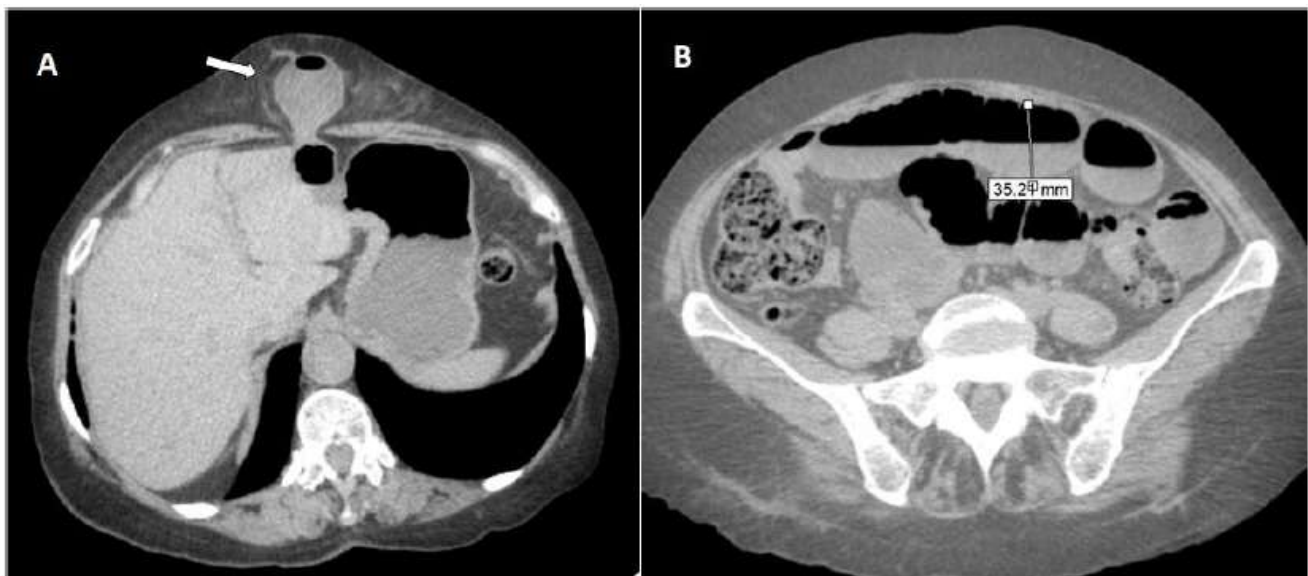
A-B: Hérnia epigástrica encarcerada. Na TC em A, é possível identificar o segmento de intestino delgado encarcerado na hérnia epigástrica (seta). Em B a TC mostra a obstrução de intestino delgado com dilatação de alças (35.21mm).
